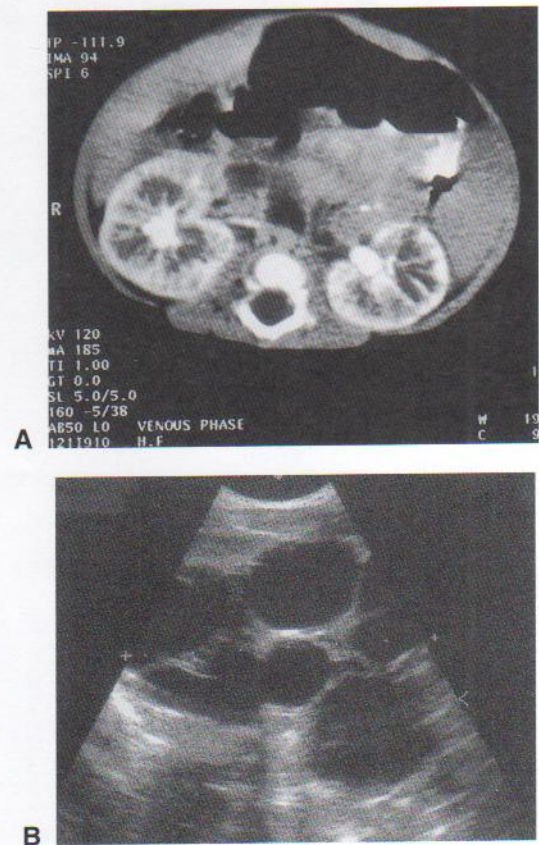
Poliquistosis renal. A, TC con contraste del abdomen de un varón de 5 meses con poliquistosis renal infantil (PaRAD). Obsérvese la atresia lineal (quistes) de los túbulos colectores. B, Ecografía del riñón izquierdo de un niño de 15 días que indica quistes múltiples no comunicados sin tejido renal (displasia renal multiquistica unilateral). (Cortesía del Dr. Prem S. Sahni, Department of Radiology, Children's Hospital, Winnipeg, Manitoba, Canadá.)
